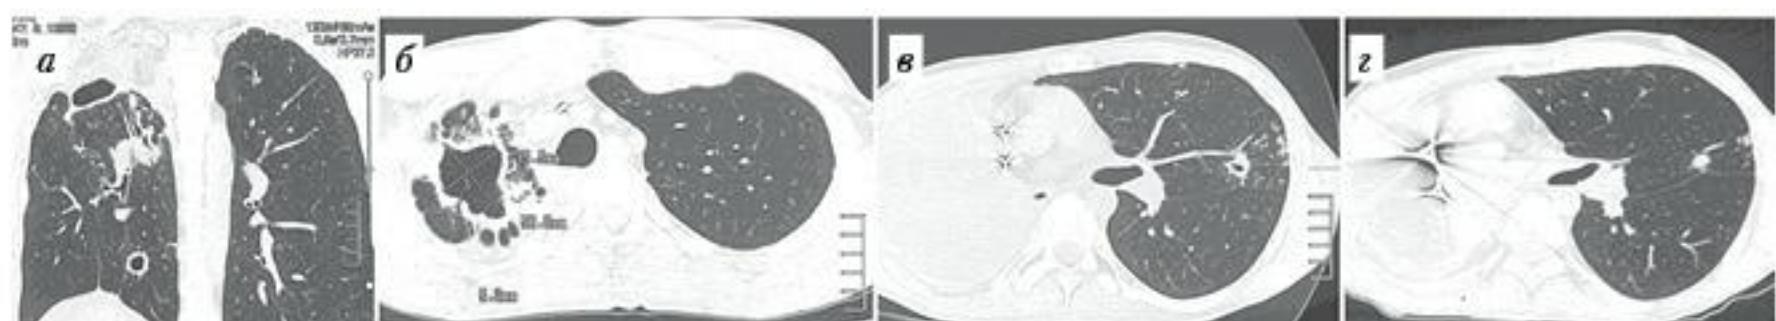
Пульмонэктомия у больного туберкулезом легких с МЛУ МБТ с неэффективными повторными курсами, реактивация туберкулеза в послеоперационном периоде в единственном легком. Серия КТ: а, б – справа в оперированном легком фиброзные каверны в С6, 7 диаметром 5 и 1,5 см, очаги обсеменения, электроды ЭКС; в – через 2 мес. после заключительной пульмонэктомии справа, слева в С4 инфильтрат с полостью распада диаметром 0,9 см и очагами; г – через 6 мес., правый гемиторакс гомогенно затемнен, слева – регрессия инфильтрации, рубцевание полости деструкции с исходом в очаг
